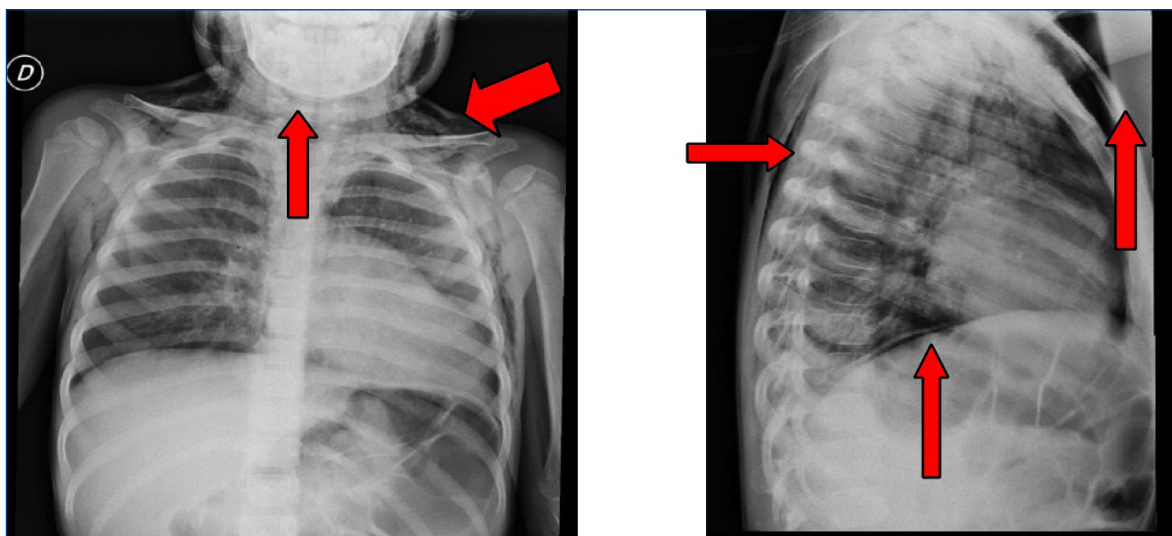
Radiografía de tórax de frente y perfil donde se evidencia el extenso enfisema subcutáneo, señalado por las flechas.
